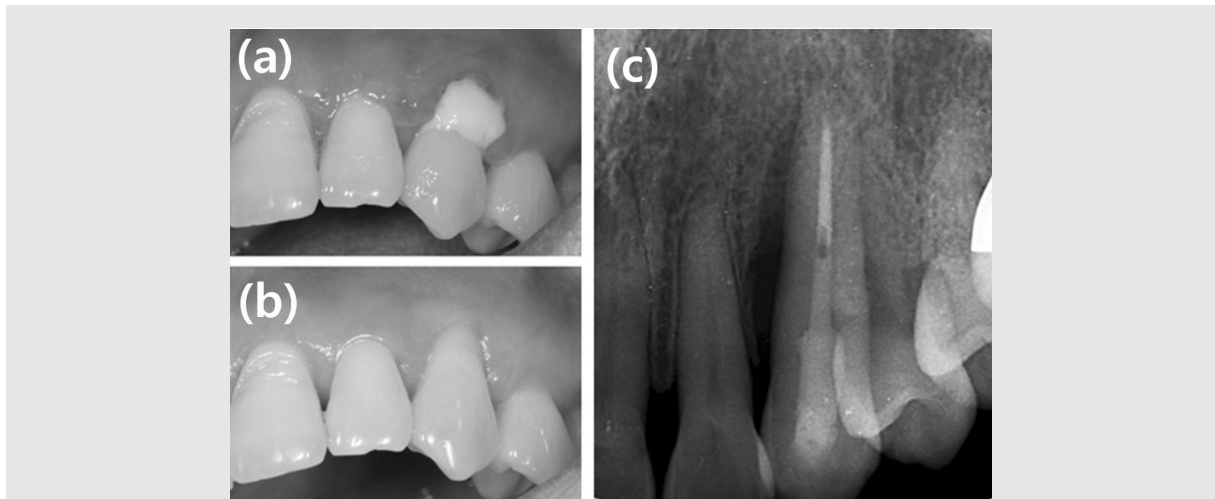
Case 1. (a) Post-operative clinical view: 2 weeks after. (b) Stitch-out. (c) Post-operative clinical view: 6 months after. (d) Post-operative periapical view: 6 months after.
